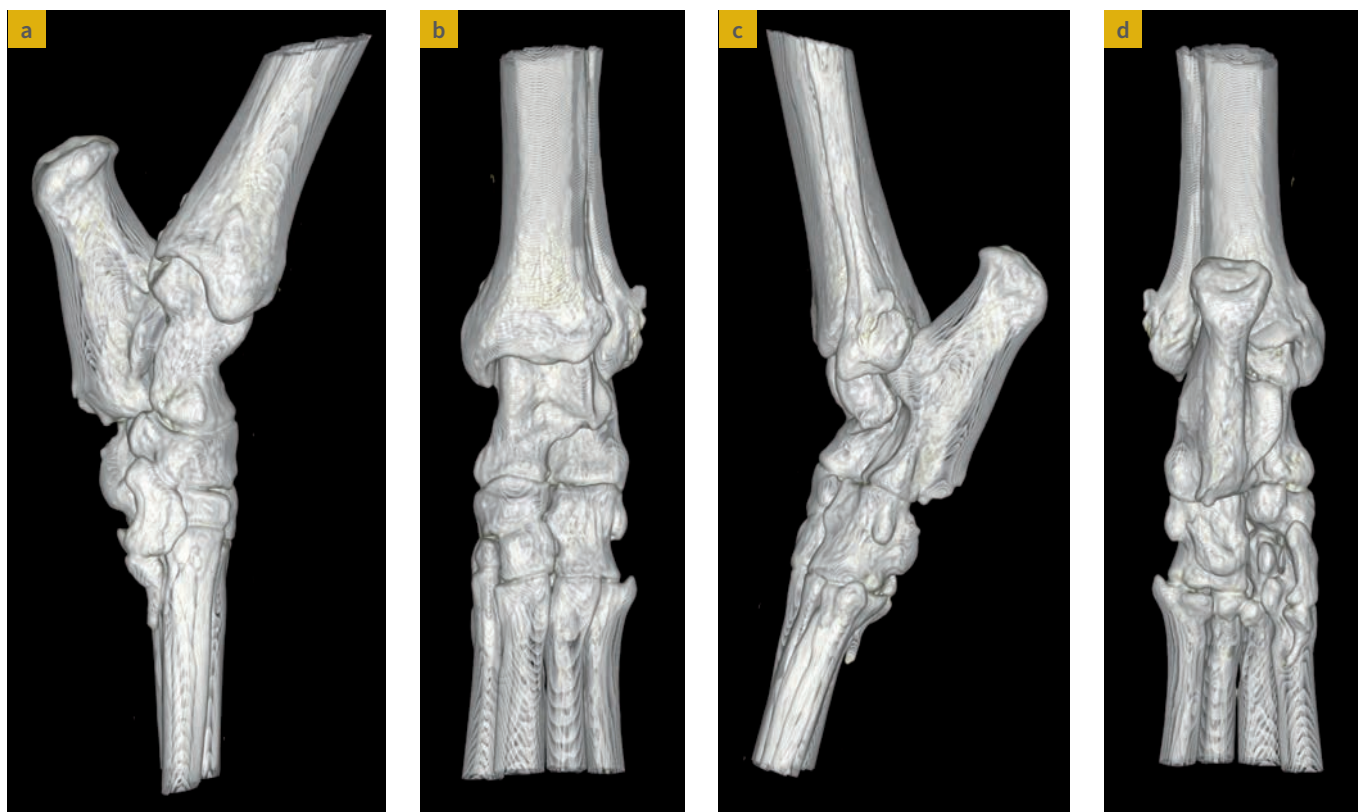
Images tridimensionnelles de reconstitution par tomodensitométrie (TDM) du tibia distal, de l'articulation tarsienne et des os métatarsiens proximaux illustrant la relation entre les différents os et articulations. Vues médiale (a), dorsale (b), latérale (c) et plantaire (d).
